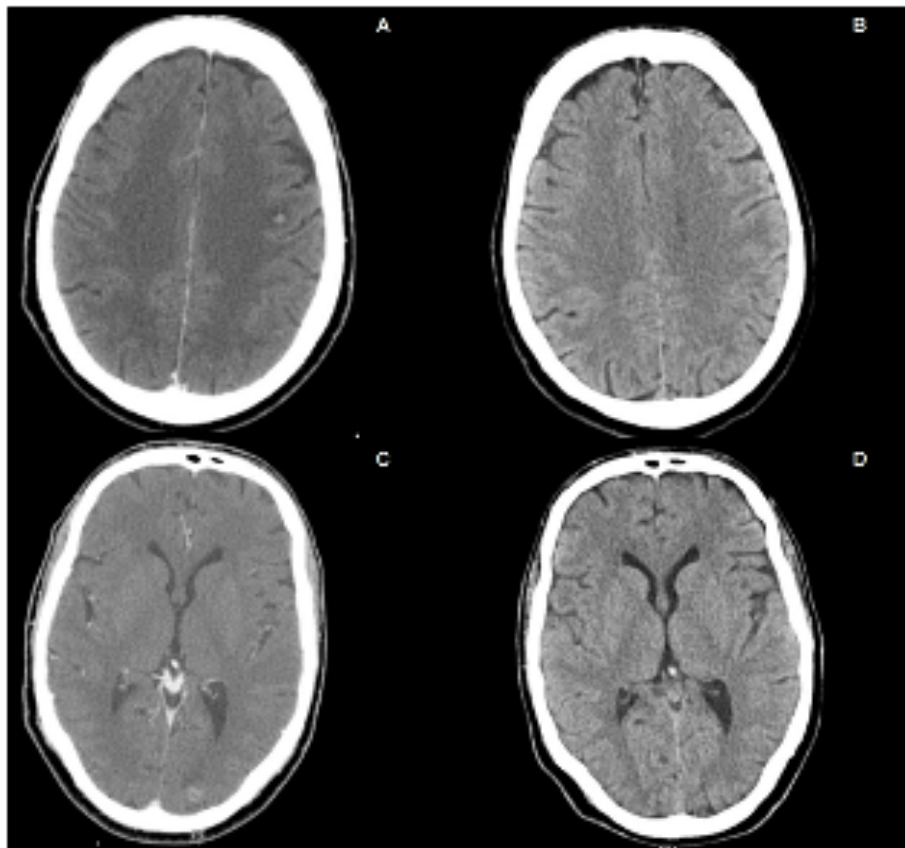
TC-CE – A e C: Metástases cerebrais pré alectinib; B e D: Ausência das lesões ao vigésimo primeiro mês de tratamento com alectinib.
